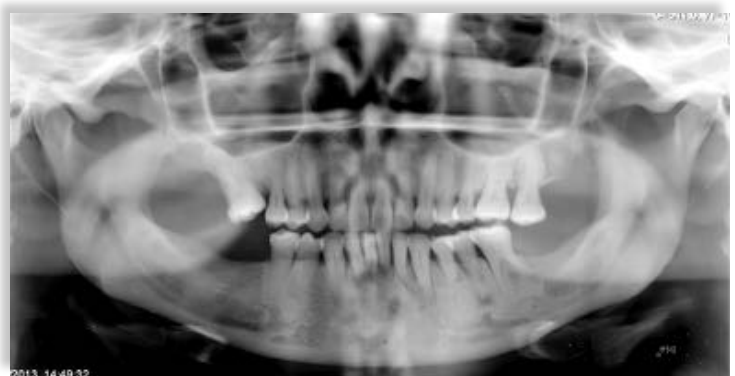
Ortopantomografia (18/03/2013)
